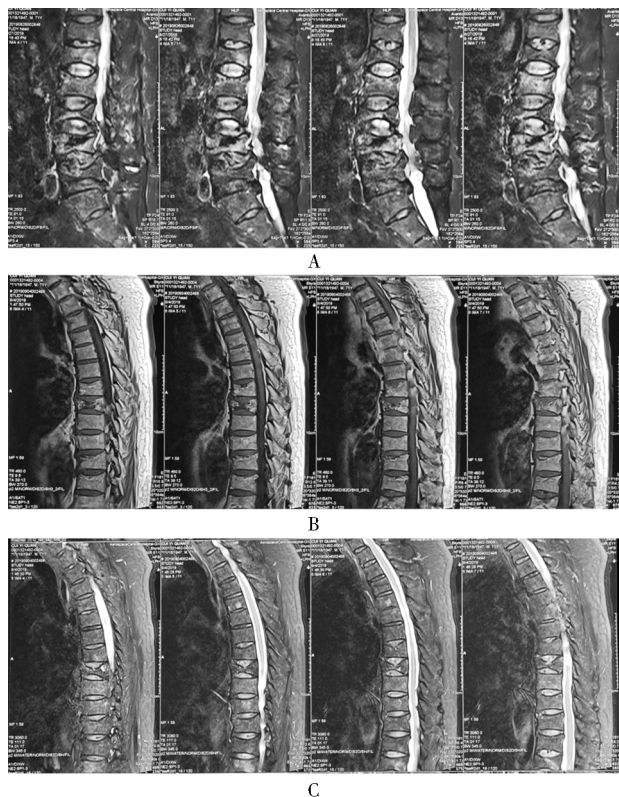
第 2 次脊柱 MRI 影像(2019 年 8 月)
